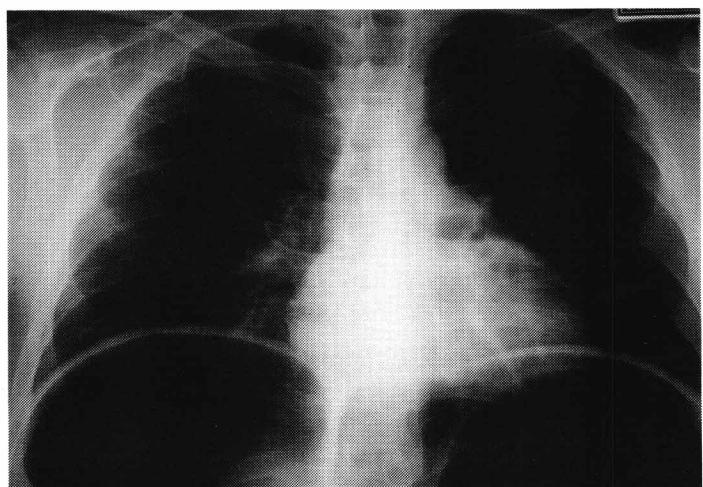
胸部X線撮影：多量の結腸ガスにより横隔膜が挙上されていた。
